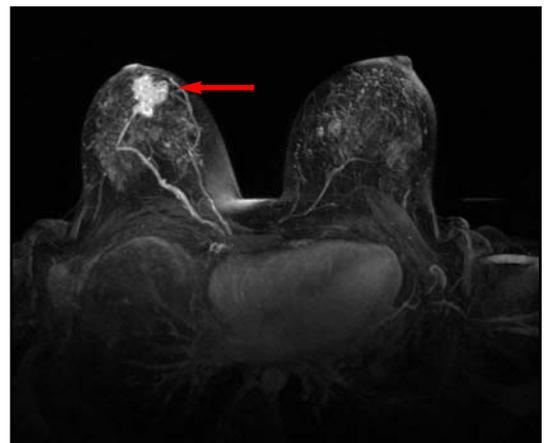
Resonancia magnética contrastada con inyección de gadolinio que muestra el gran aumento de la vascularidad del tumor en la mama derecha (flecha).
